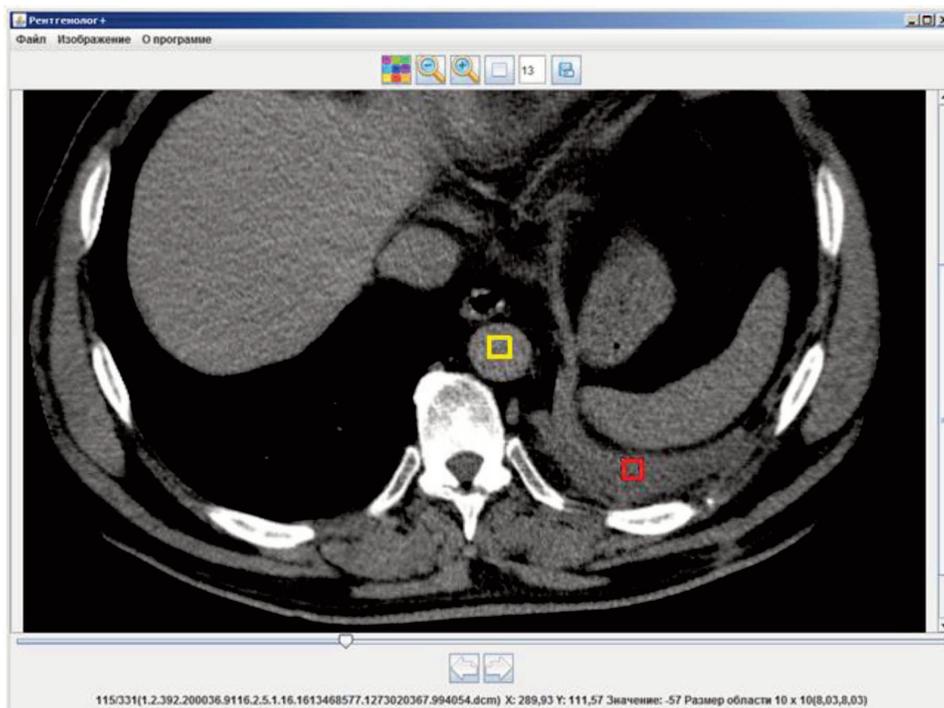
Выбор областей интереса с помощью программы «Рентгенолог+». Красный квадрат – область выпота, желтый – область нисходящей аорты.
